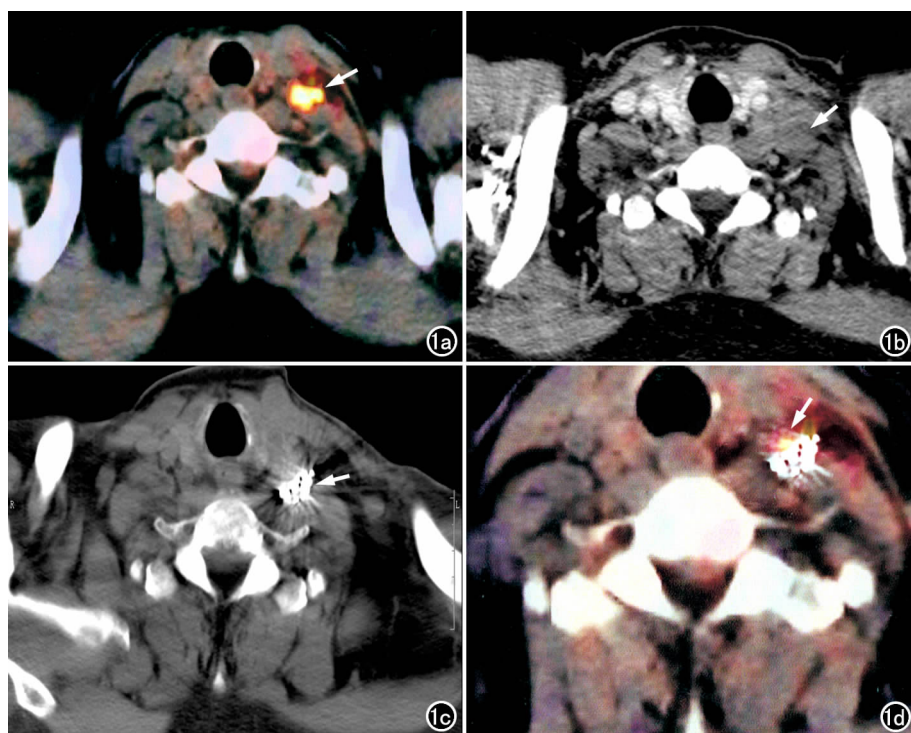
左锁骨上淋巴结转移性肺癌。a) PET-CT 示左锁骨上淋巴结肿大(箭); b) 左锁骨上淋巴结病灶(箭),术前 CT 增强,了解病灶与周围血管毗邻关系; c) CT 示 ^{125}I 粒子置入至左锁骨上淋巴结内(箭); d) 术后 6 个月, PET-CT 示肿瘤部分缓解,边缘仅见少量肿瘤存活(箭)。
